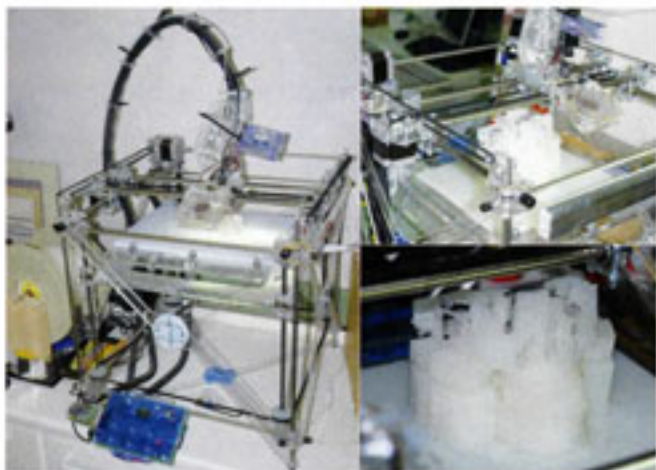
Máquina de prototipado rápido por estratificación plástica, de hardware y software de código abierto, de bajo coste (700 a 1.000 €), confeccionando una estructura craneomaxilar completa a partir de un CBCT (Tomografía de haz cónico).
